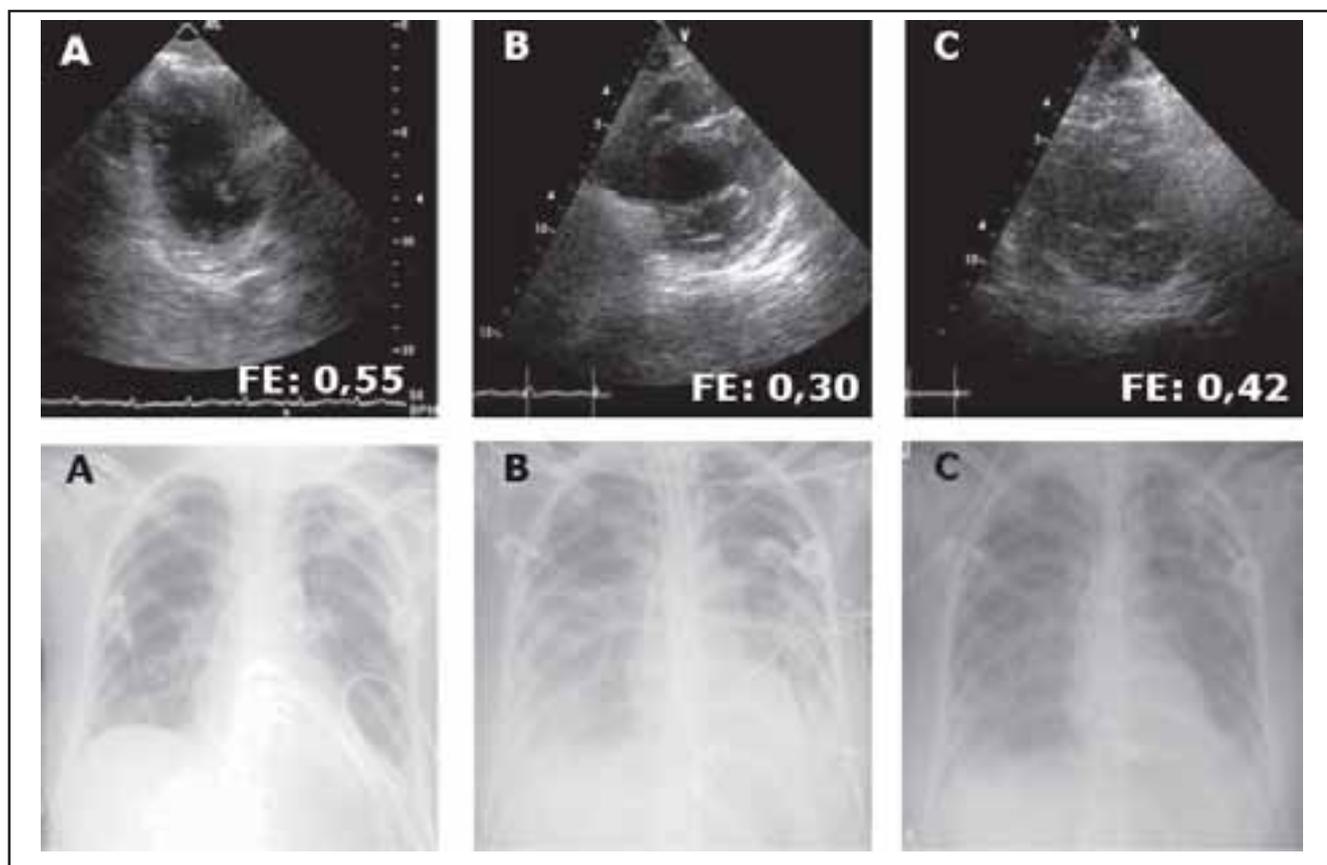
Alterações na fração de ejeção (FE) na fase aguda da sepse (depressão miocárdica). Em A, avaliação inicial: radiografia de tórax (área cardíaca normal) e ecocardiograma – FE = 0,55. Em B, após instalação do quadro de sepse: radiografia de tórax (área cardíaca aumentada e congestão pulmonar) e ecocardiograma – FE = 0,30. Em C, melhora do quadro clínico: radiografia de tórax (área cardíaca normal) e ecocardiograma – FE = 0,42.
